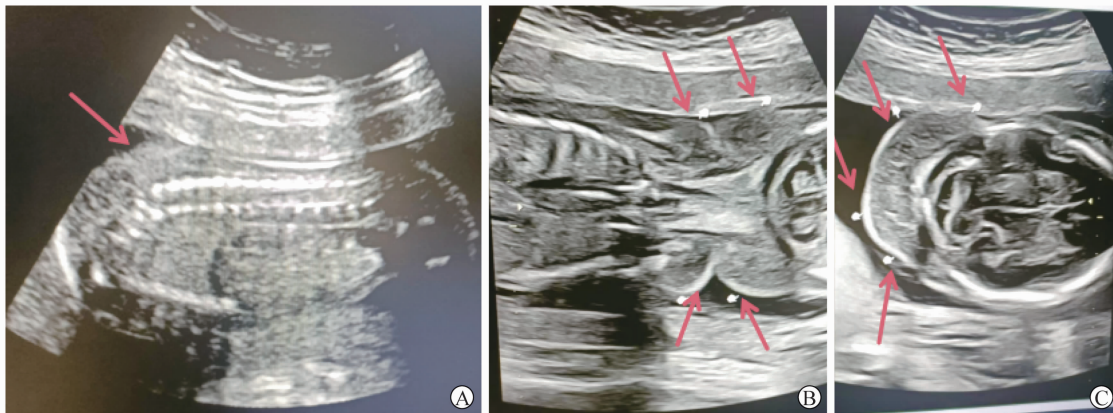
超声提示胎儿双侧胸腔积液和胎儿全身皮肤水肿(红色箭头所示)
